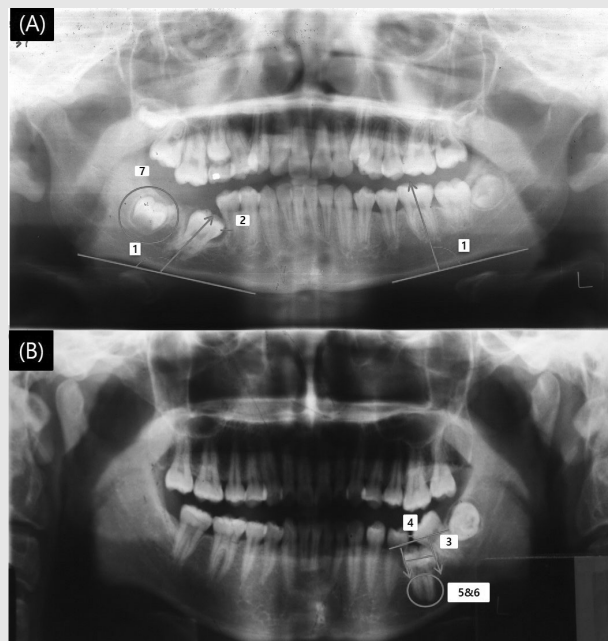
Panoramic radiograph examination. 1. Tooth inclination difference; 2. Tooth depth(vertical position of affected tooth mesial marginal ridge to second premolar root length); 3. Vertical development of the alveolar process in the area of $M_{1,mn}$; 4. Eruption space; 5. Root formation; 6. Abnormal curvature of the roots; 7. Dental anomalies.
